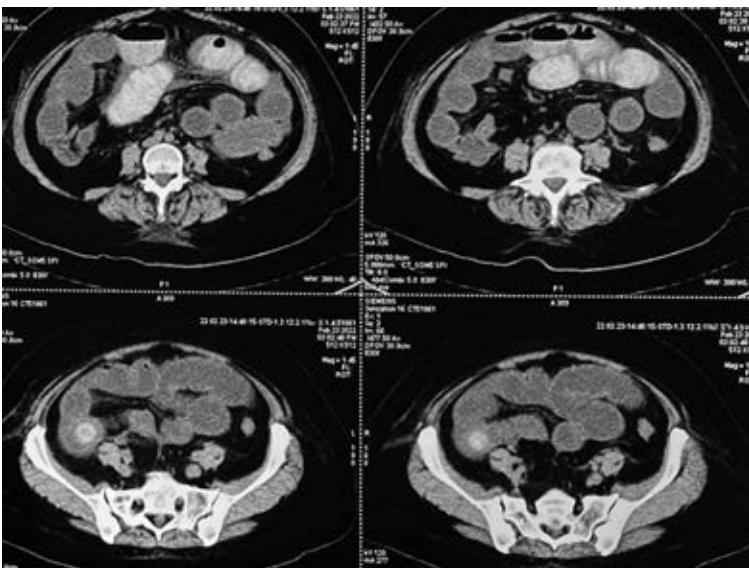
Tomografía en corte axial que muestra lito de 24 mm a nivel de íleon distal.
